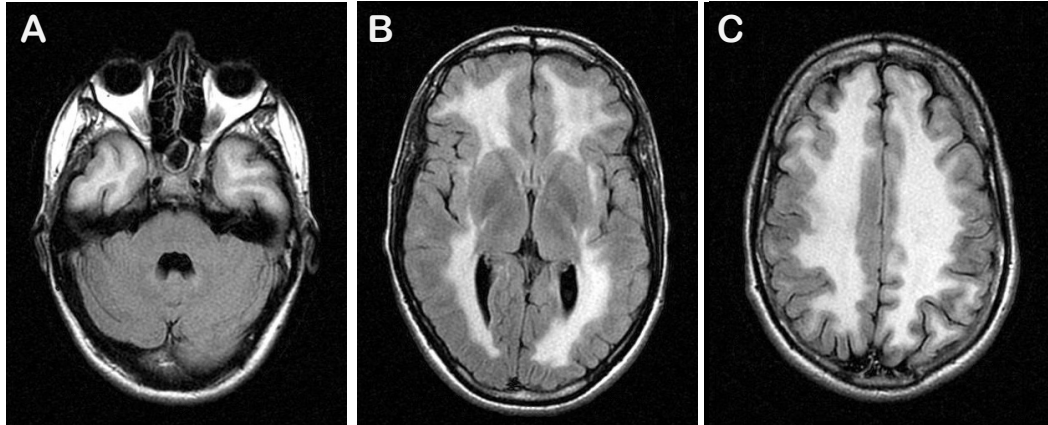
RM-CE de junho de 2010 que mostram hipersinal difuso da substância branca cerebral. Imagens em plano axial, ponderado em T2 FLAIR, revelam tronco encefálico e estruturas cerebelosas preservadas (A), corpo caloso e cápsula externa discretamente envolvidos por alterações do sinal, porém sem alterações valorizáveis na cápsula interna ou núcleos da base (B), hipersinal difuso e simétrico na substância branca, em ambos os hemisférios (C).
